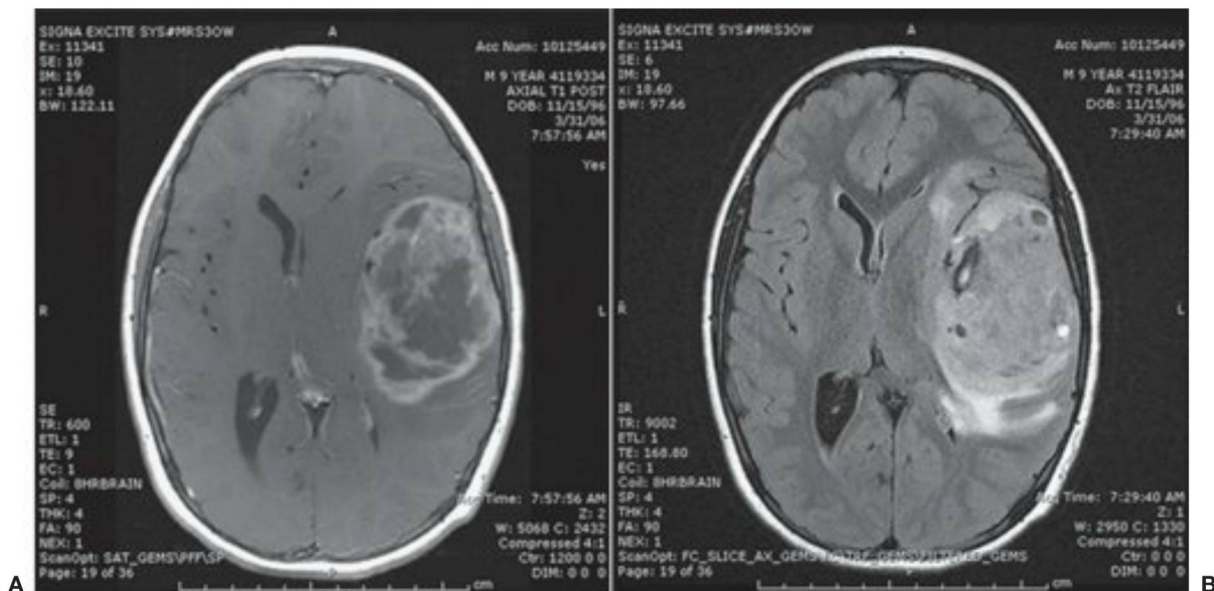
8 Niño de 9 años con cefalea, vómitos y somnolencia creciente de una semana de evolución. Posteriormente, presentó dificultades para encontrar palabras, y fue visitado en el hospital local, donde una TC mostró una gran masa frontal izquierda con edema marcado y desviación de la línea media. A, La RM muestra una gran masa (7 x 6 cm) en el lóbulo frontal izquierdo. La imagen potenciada en T1 tras la administración de contraste muestra captación heterogénea, con zonas hipointensas compatibles con hemorragia intratumoral. B, Las imágenes axiales en T2 FLAIR muestran edema asociado con el tumor en el interior de los lóbulos frontal y parietal izquierdo adyacentes. La resección de la lesión mostró que se trataba de un glioblastoma (grado IV de la OMS).
